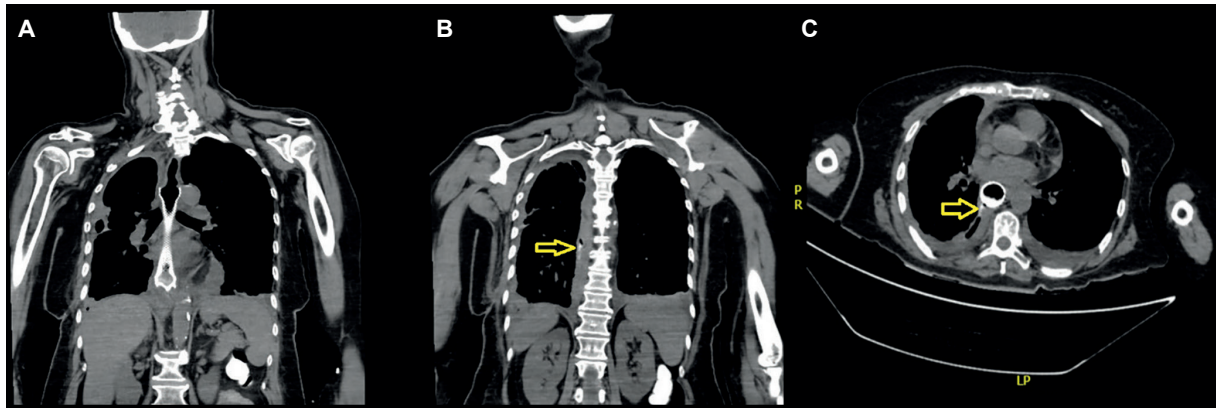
Esófagografía por tomografía con contraste oral: extravasación del medio de contraste oral en cara posterolateral derecha del *stent* y derrame pleural derecho. A: Corte coronal a nivel mediastinal, B: Corte coronal en el receso costofrénico bilateral, flecha amarilla señala extravasación, C: Corte axial. La flecha amarilla señala la extravasación.
